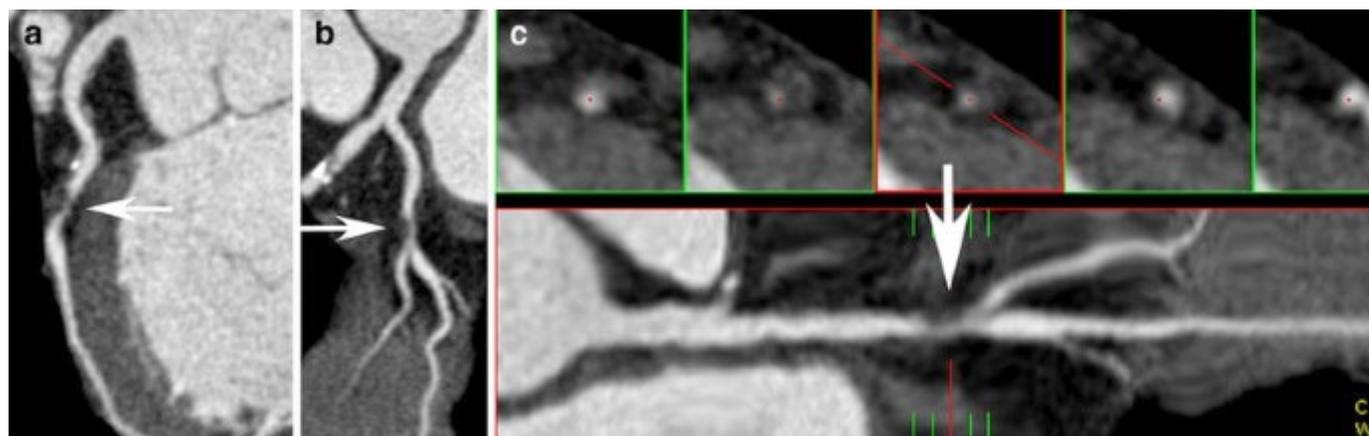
МСКТ-коронарография коронарных артерий, пациент С.
